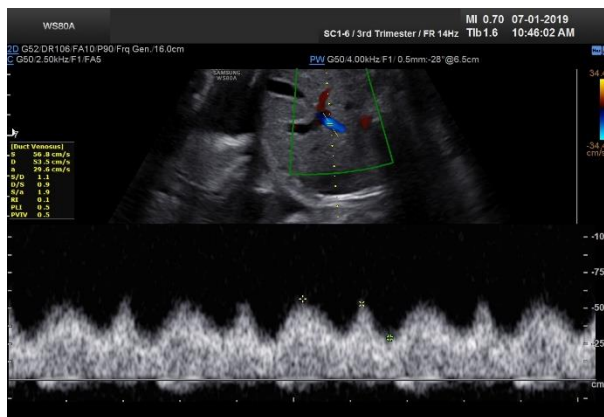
Hình ảnh Doppler Ống tĩnh mạch
